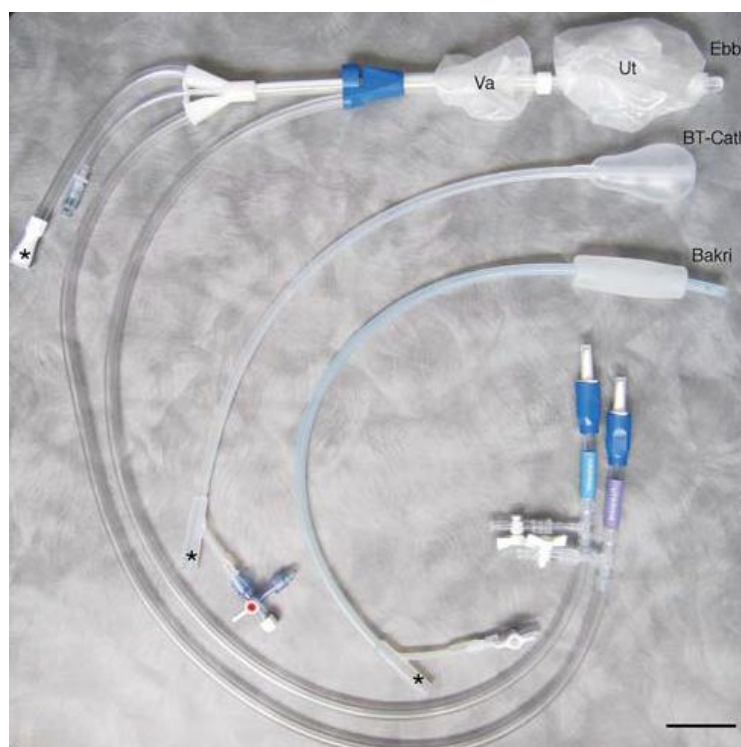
Balones específicos para la cavidad uterina. El balón de Bakri y el BT-Cath son dispositivos con balón único. El balón de Ebb tiene un balón para la cavidad uterina (Ut) y otro para la vagina (Va). *Canales de drenajes.¹⁵
